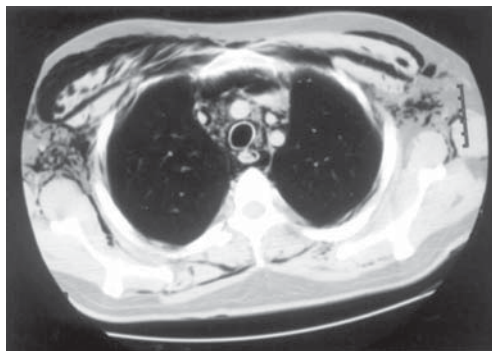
Спиральная КТ при спонтанной эмфиземе средостения. Видны полосы газа в средостении и в мягких тканях грудной стенки.
